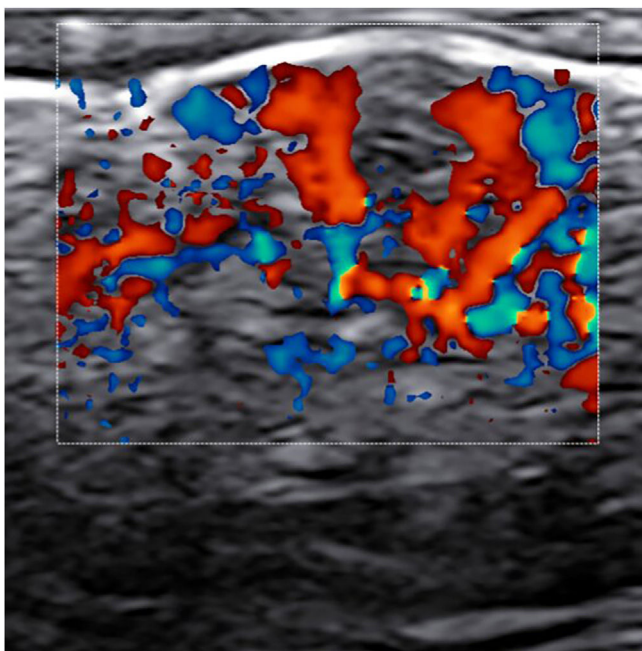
Achados ultrassonográficos (22 Hz). Imagens de Doppler colorido de uma pseudopústula destacando a vascularização intralesional acentuada, juntamente com espessamento dermo-epidérmico e hipoeogenicidade dermo-hipodérmica focal.
